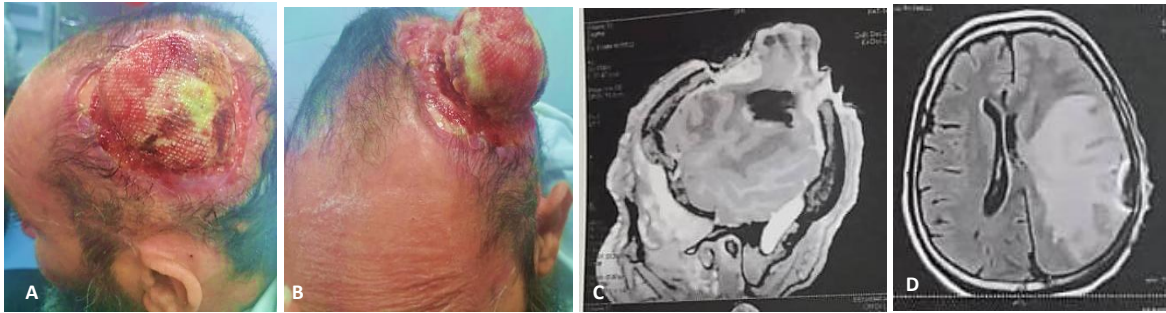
En (A,B) Aspect clinique de la récurrence à 5 mois : lésion ulcéro-bourgeonnante de  $4 \times 3$  cm sur placard cicatriciel pariétal gauche , En( C,D) IRM cérébrale en coupe sagittale formation oedematogene pariétale gauche intra cérébrale en regard d'une masse sous cutanée
